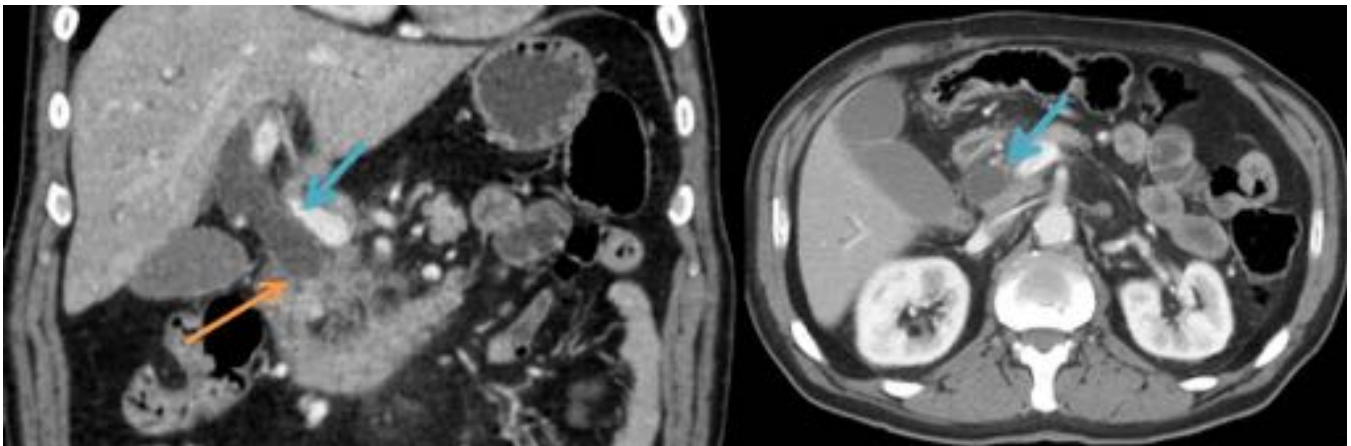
Cortes coronal y axial de TC de un paciente con un colangiocarcinoma extrahepático, que
